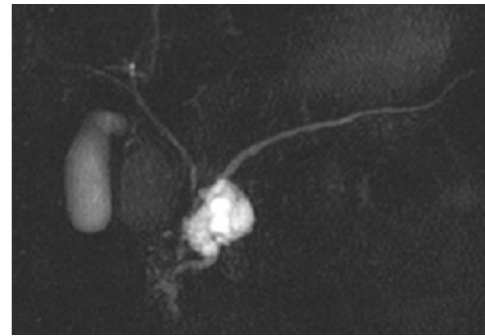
Colangio-RM di IPMN BD. E' apprezzabile una cisti plurilobulata di grandi dimensioni alla testa del pancreas; dotto pancreatico principale normale.
